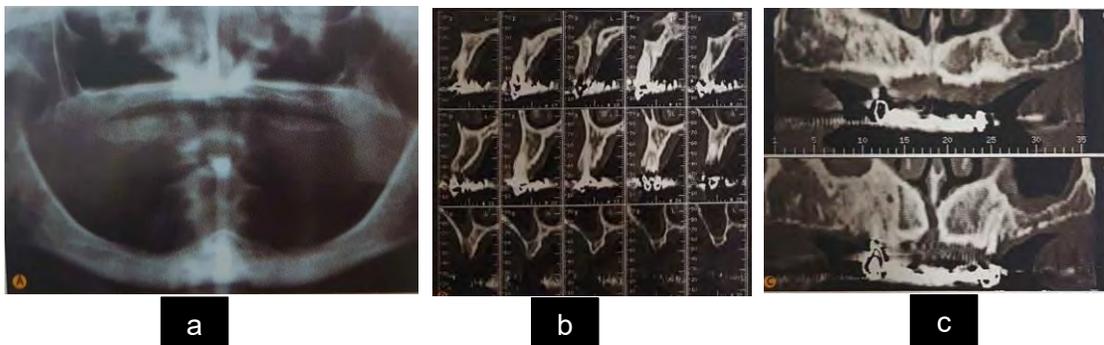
a) evaluación preoperatoria mediante radiografía panorámica, b) tomografía computarizada con proyección panorámica: se puede apreciar la altura ósea de los rebordes residuales, el grado de corticalización, la densidad y c) sección sagital que permite evaluar la morfología y el espesor del reborde residual.
